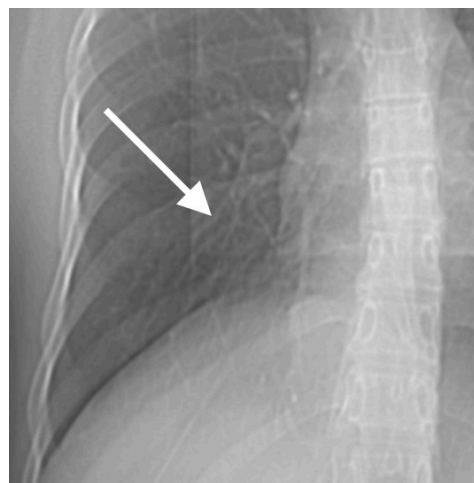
Топограмма КТ-сканирования, коронарная плоскость (картина аналогична рентгенограмме). Стрелка указывает на неоднородное снижение пневматизации лёгочной ткани в нижней доле правого лёгкого, что было принято за правостороннюю нижнедолевую пневмонию на рентгенограмме в прямой проекции
